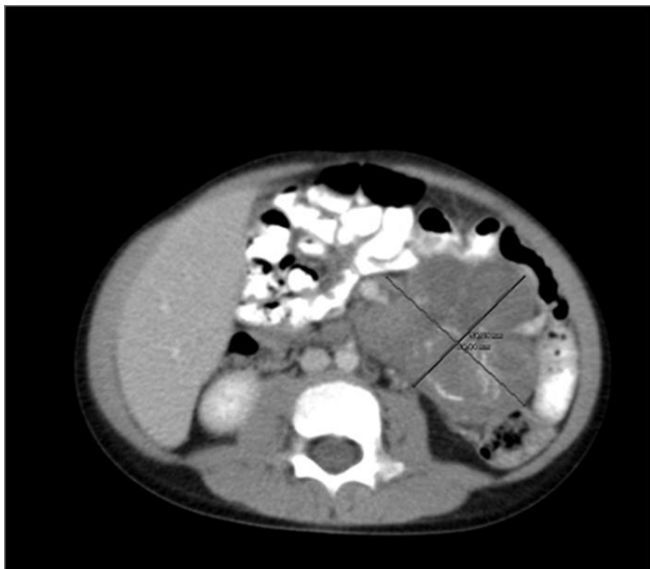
TC abdominal con la masa adenopática, corte transversal.
